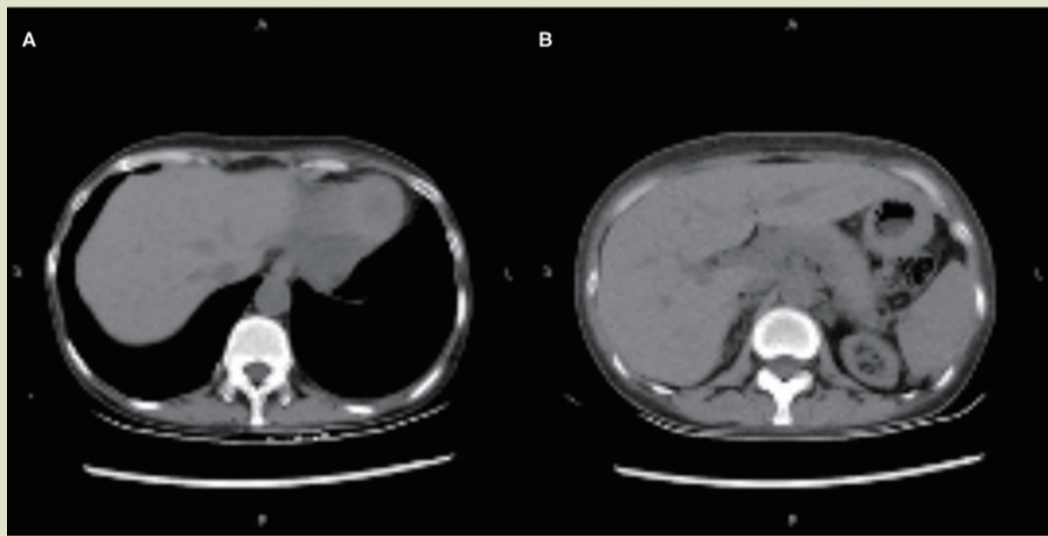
CT显示双侧胸腔无积液, 胰周和腹腔其他区域无渗出物
